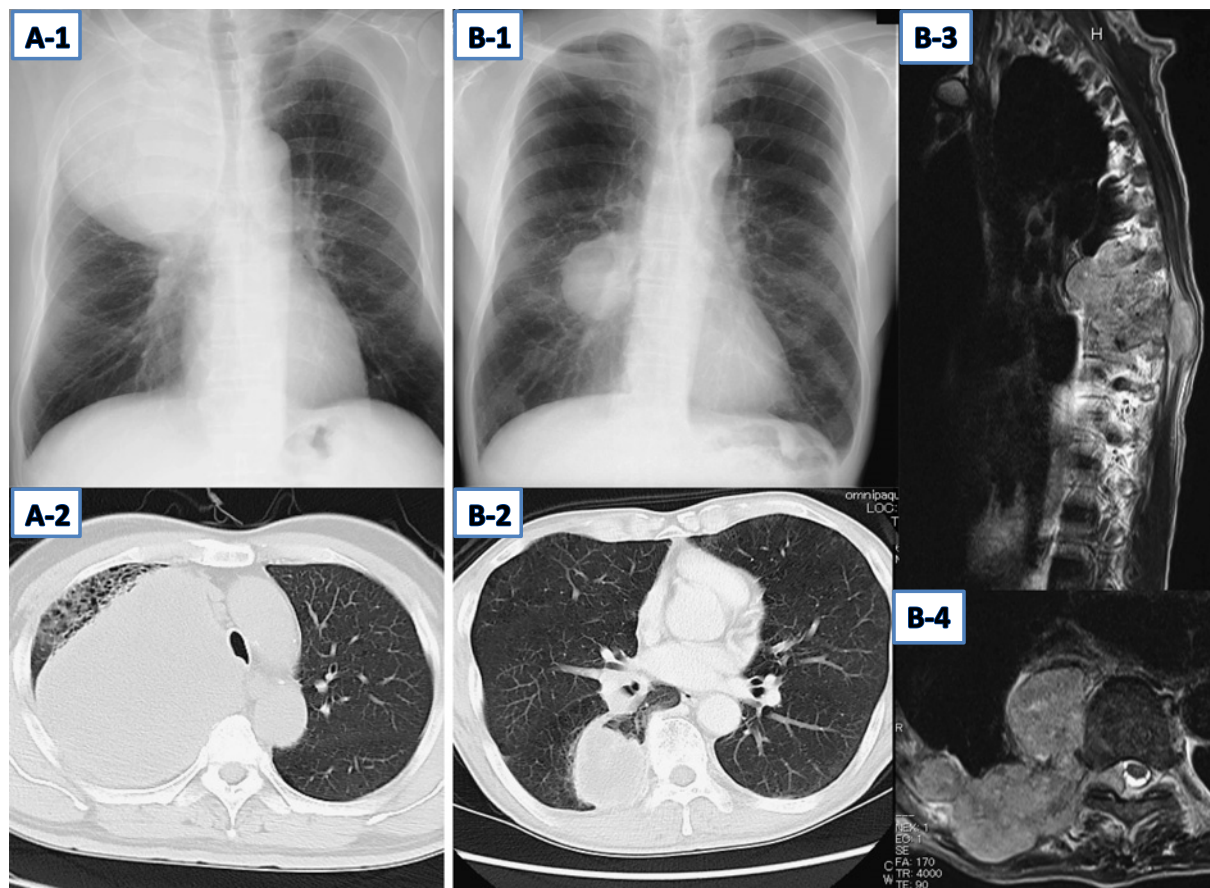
A-1) A chest radiograph taken on admission showing a large mass of the right lung (Case 1). A-2) A chest CT scan taken on admission showing a large mass of the right upper lobe (Case 1). B-1) A chest radiograph taken on admission showing the mass of right lung (Case 2). B-2) A chest CT scan taken on admission showing a mass of the right lower lobe (Case 2). B-3, 4) T2-weighted MR images showing the recurrent lesion invading the spinal cord (Case 2).
